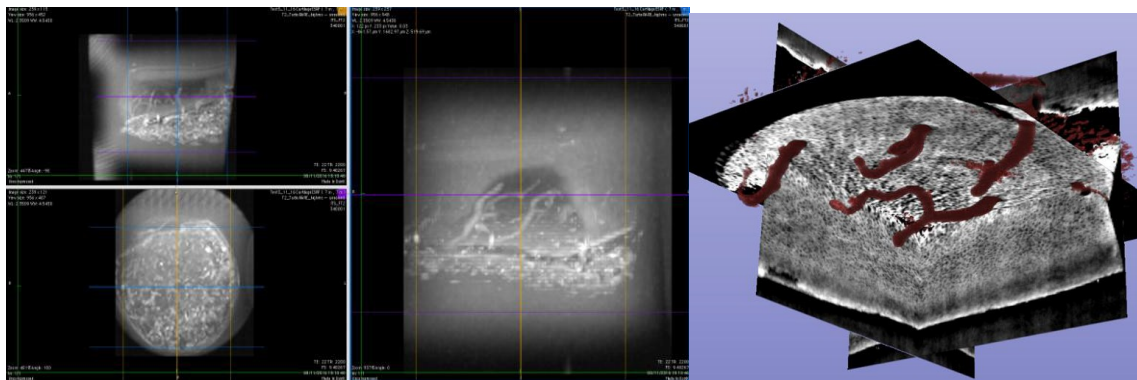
IRM : visualisation simultanée des coupes 2 D dans les 3 directions orthogonales. Mise en évidence des canaux nourriciers
